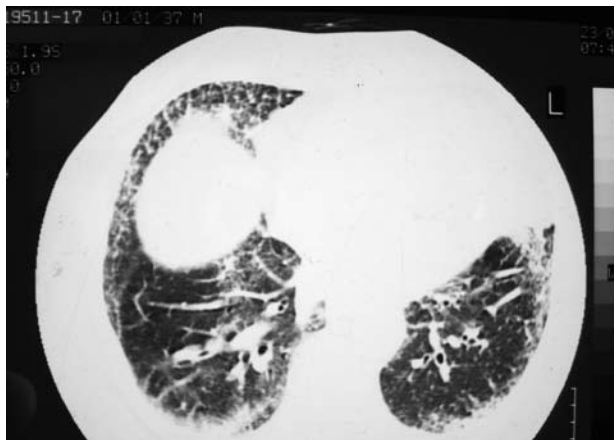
HRCT απεικόνιση στο επίπεδο 6 πριν μετά τη θεραπεία του δεύτερου ασθενή.
